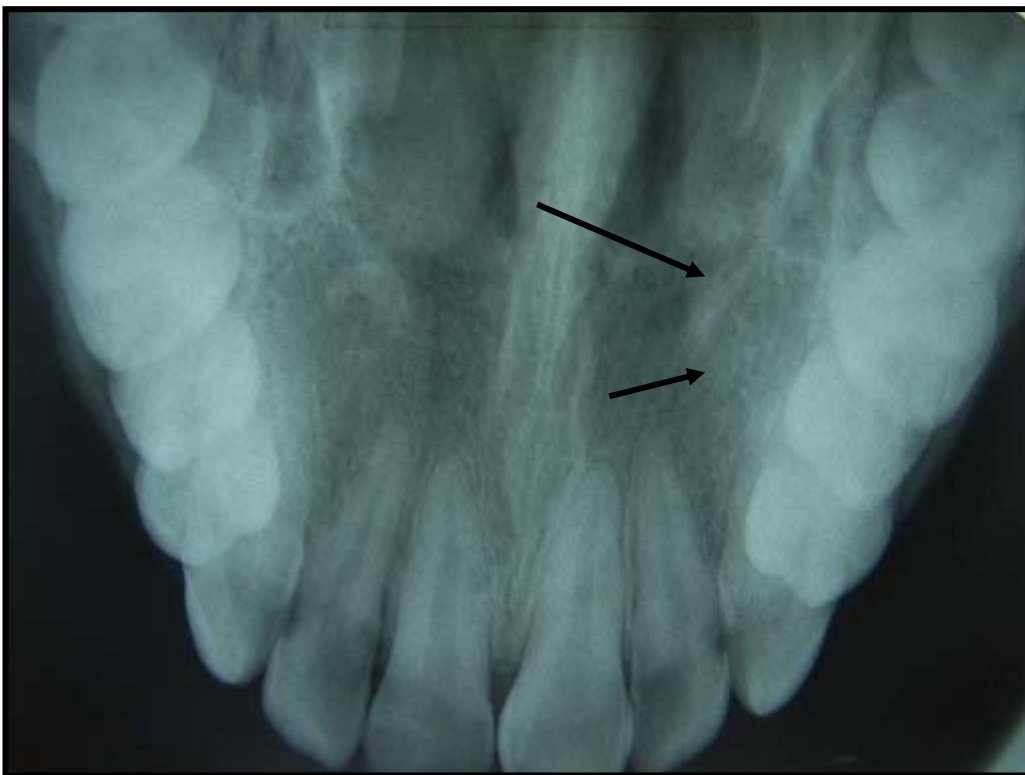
Radiografía oclusal las flechas indican la zona de la osificación. (28)
